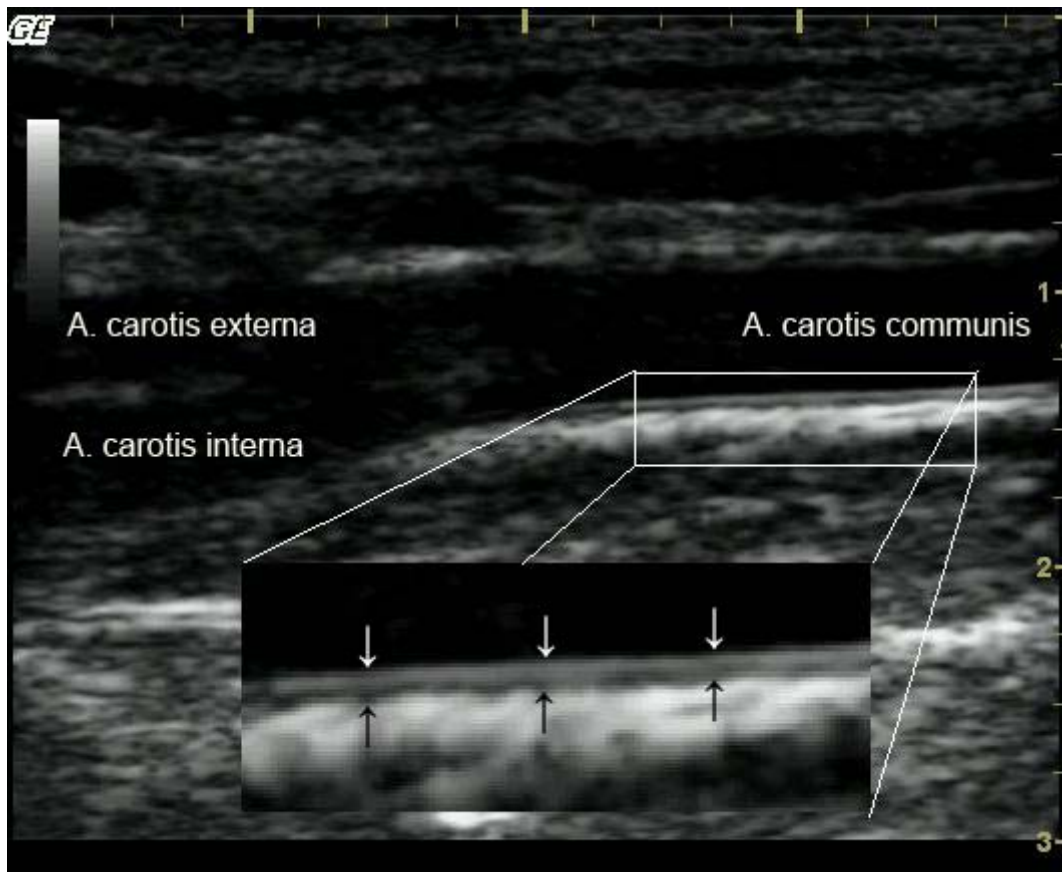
sonographische Darstellung der IMT der sondenfernen Gefäßwand. Die Darstellung zeigt die IMT 1 cm proximal der Carotisbifurkation (Bild aus unserer Studie)
